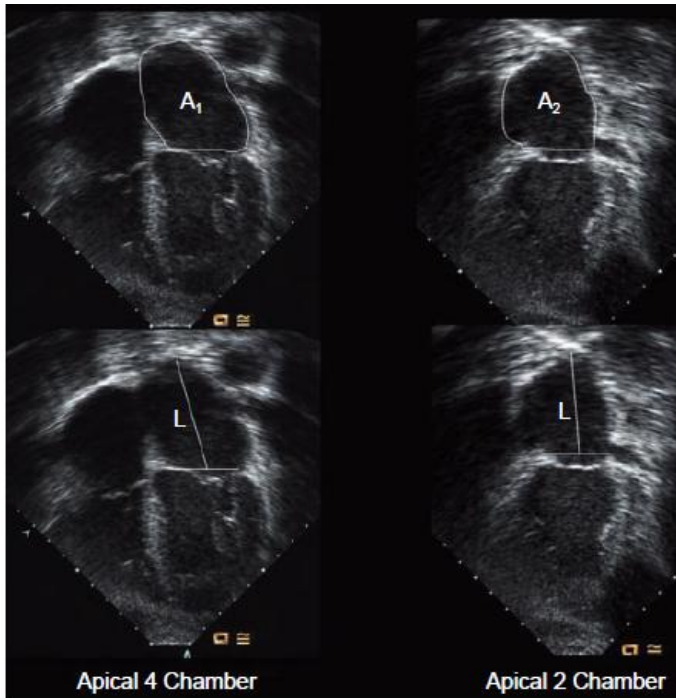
Calculation of left atrial volume using the biplane area-length method from orthogonal apical 4-chamber and 2-chamber images with the left atrium traced at its maximum volume at end-systole immediately before mitral valve opening. The formula for LA volume is $\frac{8}{3}\pi[(A_1)(A_2)(L)]$ where L is the shortest of either the apical 4- or 2-chamber length. Note that the length is measured from the back wall to the hinge point of the mitral annulus, not the mitral leaflets.
